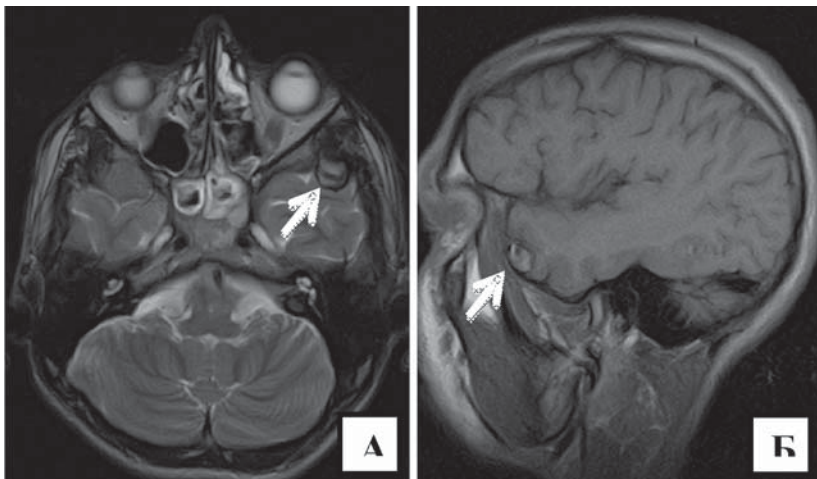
МРТ головного мозга (через 4 мес.): а) T2 ВИ, б) T1 ВИ. Стрелкой указана область гематомы
